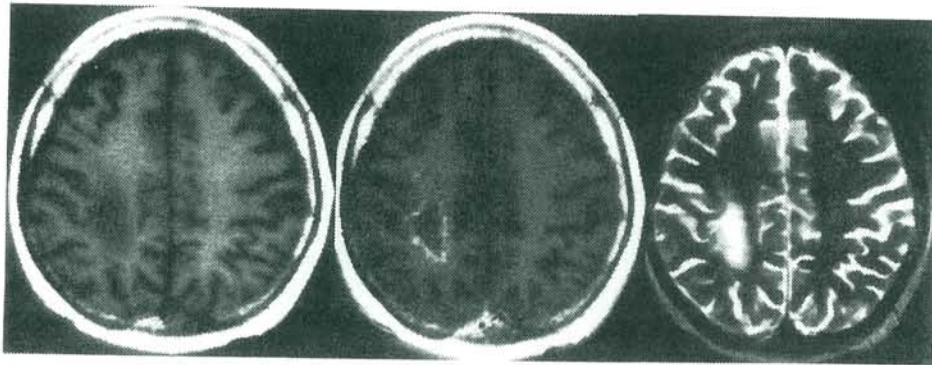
脳外科初診時MRI 左右は各々T1,T2強調、中央はGd造影T1画像
